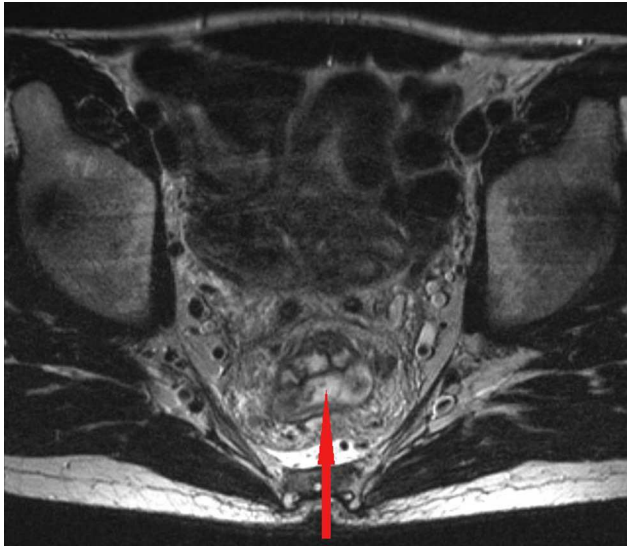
Resonancia magnética pélvica con engrosamiento transmural de la mucosa rectal.
